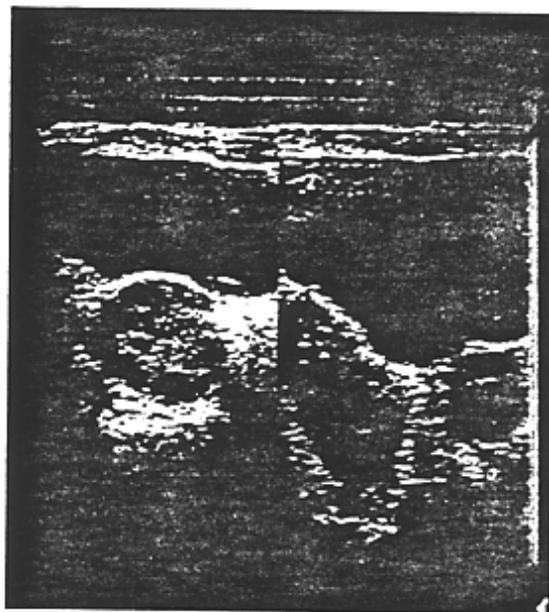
Iperstimolazione ovarica: aspetto ecografico della forma parenchimale.
